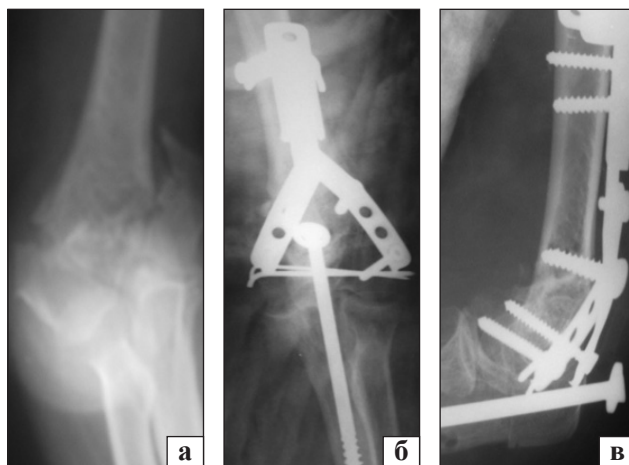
Рентгенограми хворої Т.: а) на момент госпіталізації; б) після остеосинтезу ПОВ; в) через 3 міс.
